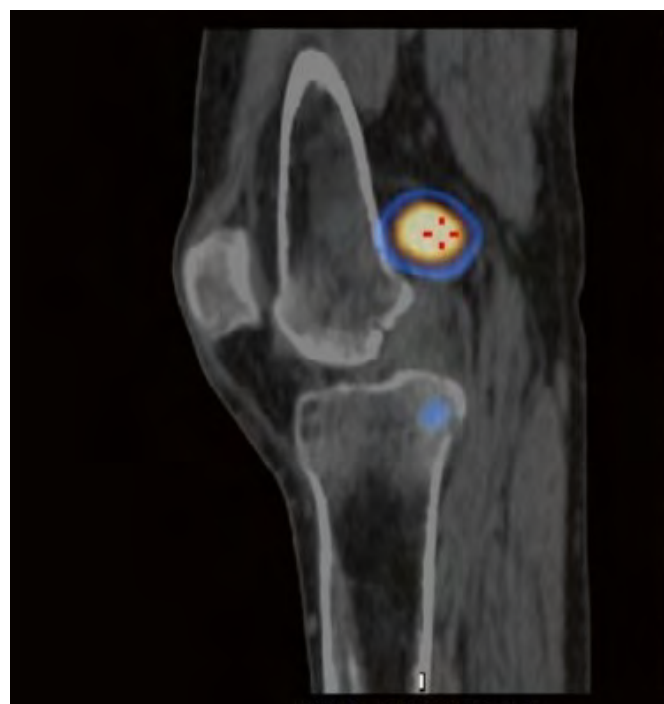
Результаты ОФЭКТ-КТ пациентки Г. Отмечается очаг накопления радиофармпрепарата в области левого коленного сустава
